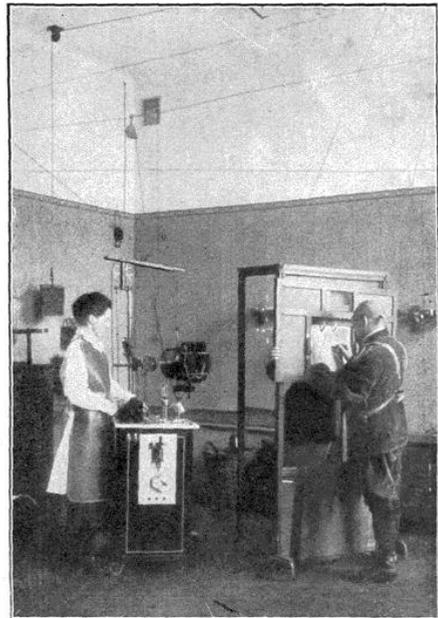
Röntgendurchleuchtung von Sportherzen.
